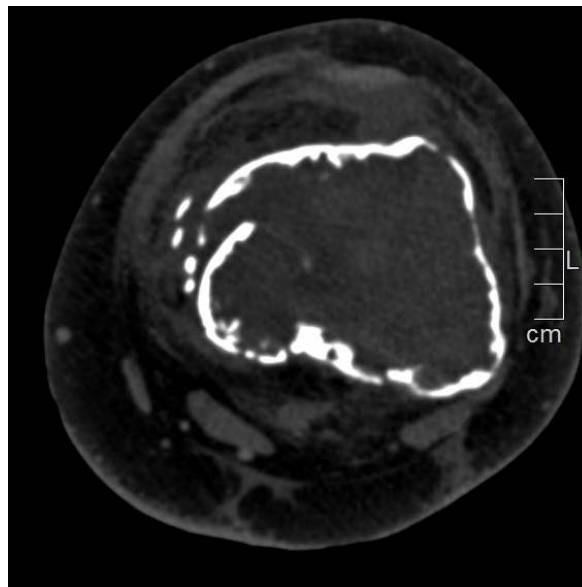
TDM C- en fenêtre osseuse: coupe axiale
